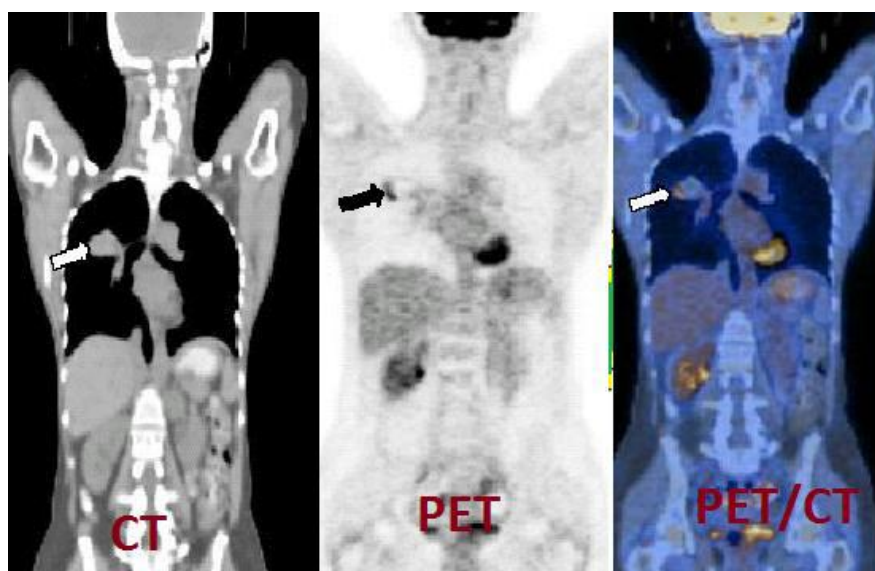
Muestra de las imágenes tomadas en un tomógrafo híbrido PET-CT a diferencia de un tomógrafo CT y un PET separadamente, las flechas indican la ubicación de la anomalía ^[ix].
